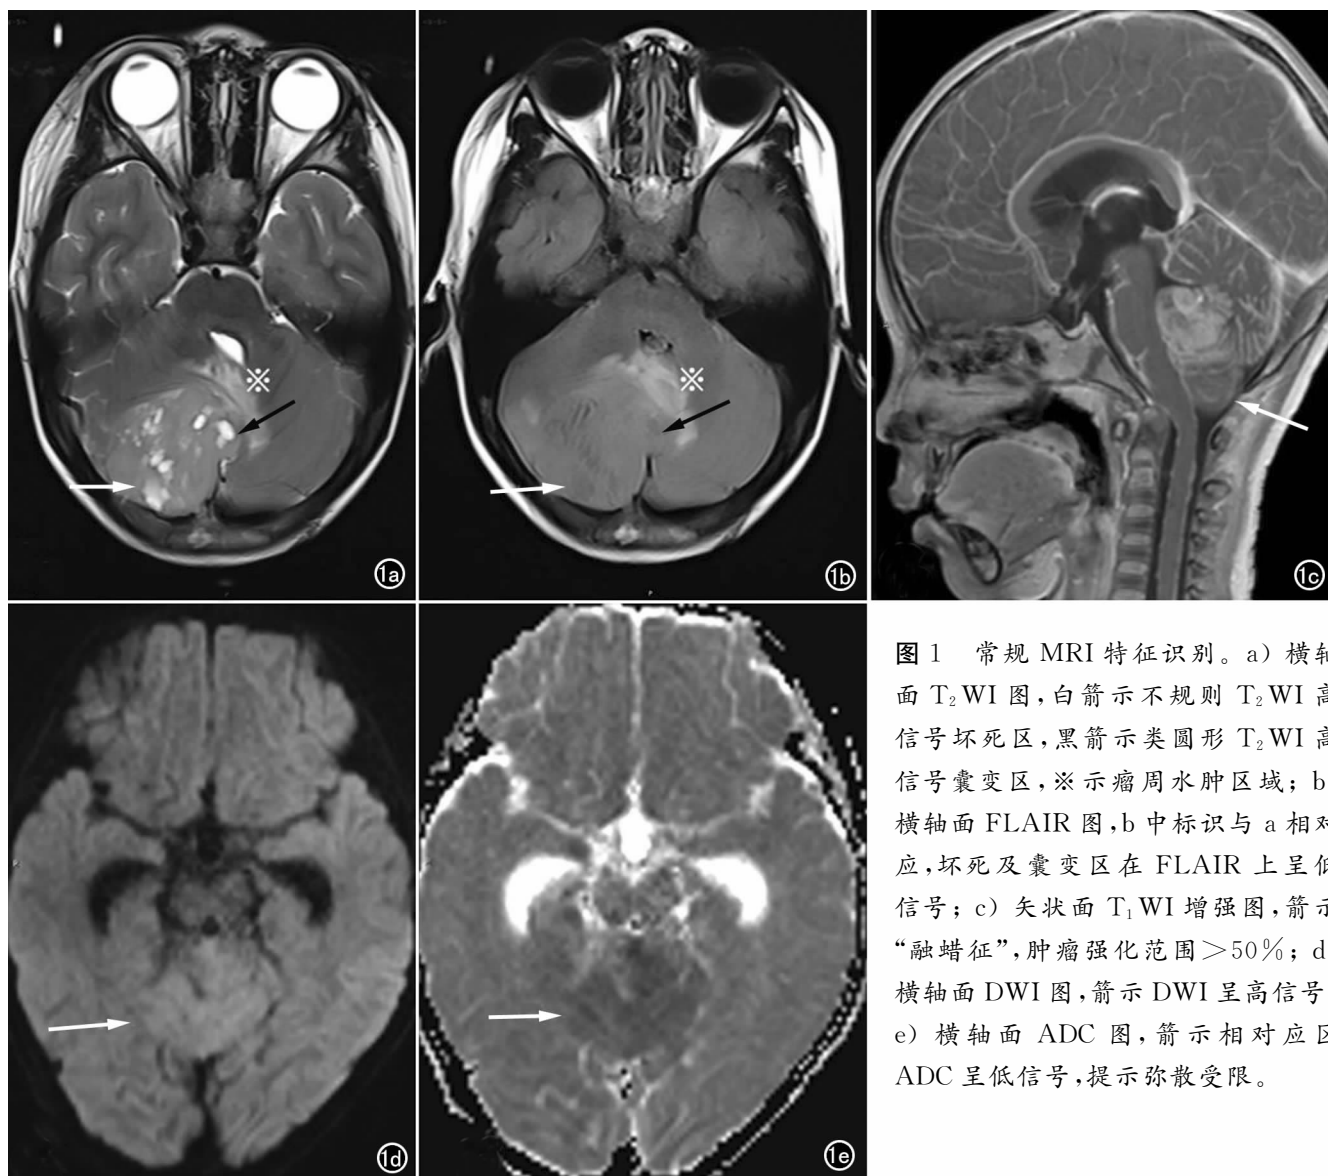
常规 MRI 特征识别。a) 横轴面 T_2 WI 图, 白箭示不规则 T_2 WI 高信号坏死区, 黑箭示类圆形 T_2 WI 高信号囊变区, ※ 示瘤周水肿区域; b) 横轴面 FLAIR 图, b 中标识与 a 相对应, 坏死及囊变区在 FLAIR 上呈低信号; c) 矢状面 T_1 WI 增强图, 箭示“融蜡征”, 肿瘤强化范围 $>50\%$; d) 横轴面 DWI 图, 箭示 DWI 呈高信号; e) 横轴面 ADC 图, 箭示相对应区 ADC 呈低信号, 提示弥散受限。
